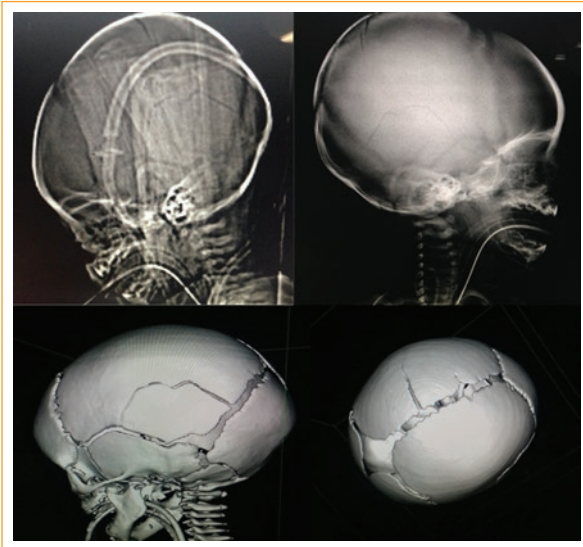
Radiografía simple y reconstrucción tridimensional del cráneo de uno de los pacientes con fractura craneal.
